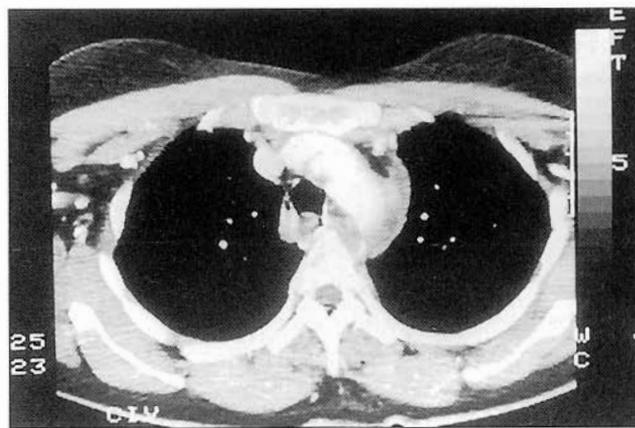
Imagen del TAC de un pseudoaneurisma de la aorta torácica tras la rotura.
